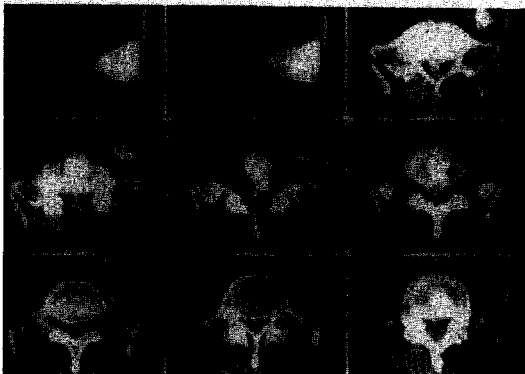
Computed tomogram after discogram showing posterolateral rupture of annulus fibrosus and dye herniation
